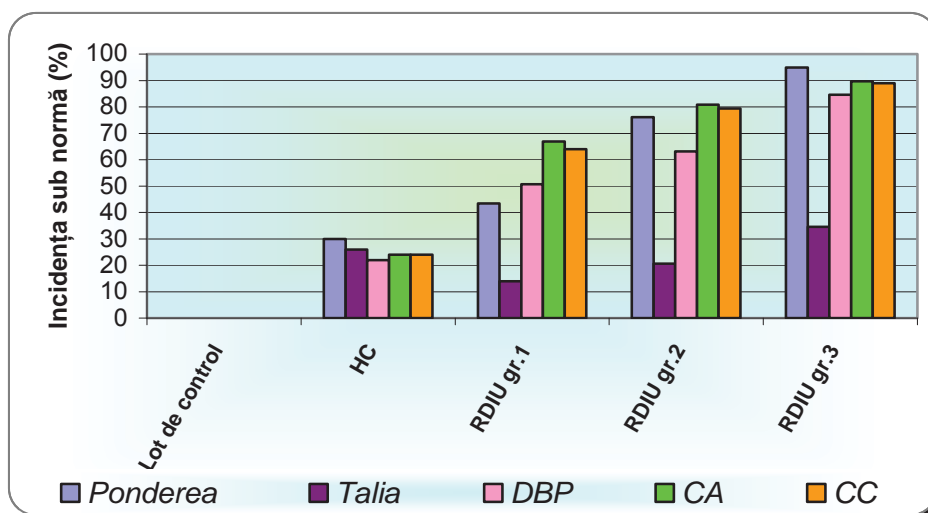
Necoresponderea parametrilor biometriei fetale cu vârsta de gestație la examenul USG-fic, la pacientele incluse în studiu
